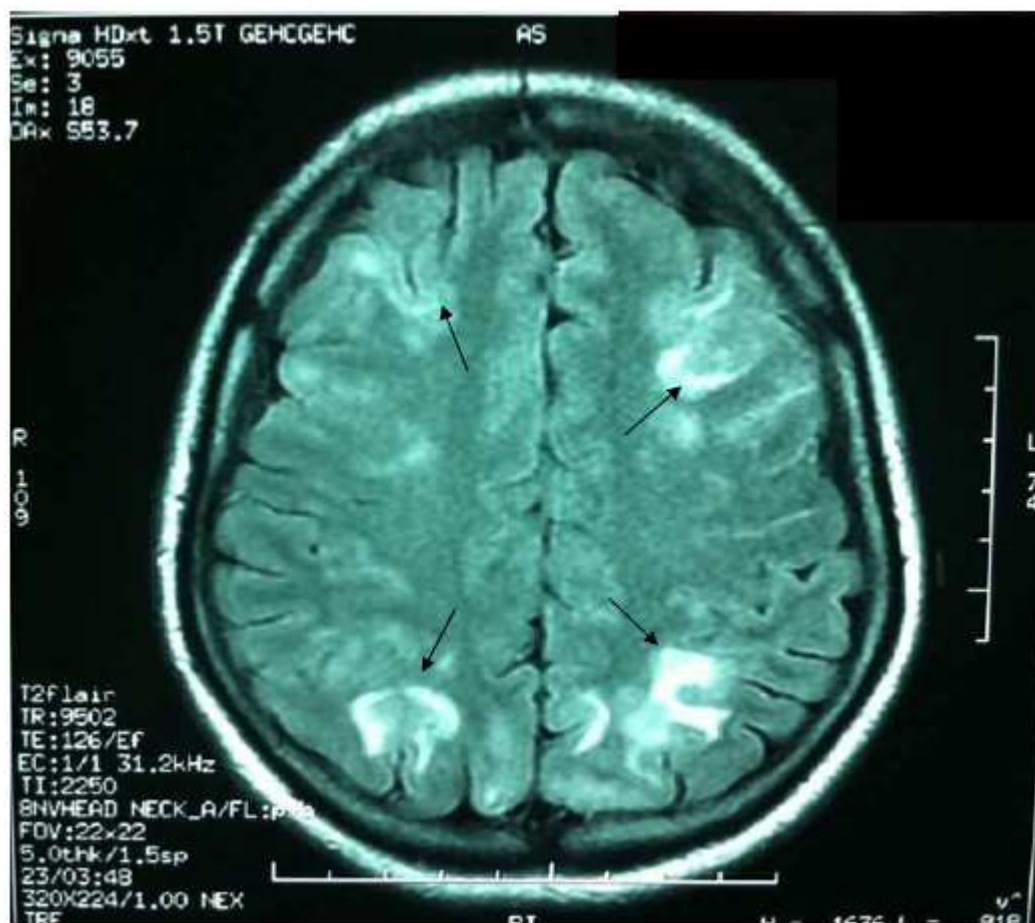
Imagerie par résonance magnétique encéphalique, coupe axiale, séquence FLAIR: hypersignaux de la substance blanche sous-corticale au niveau frontal et pariétal bilatéral.
